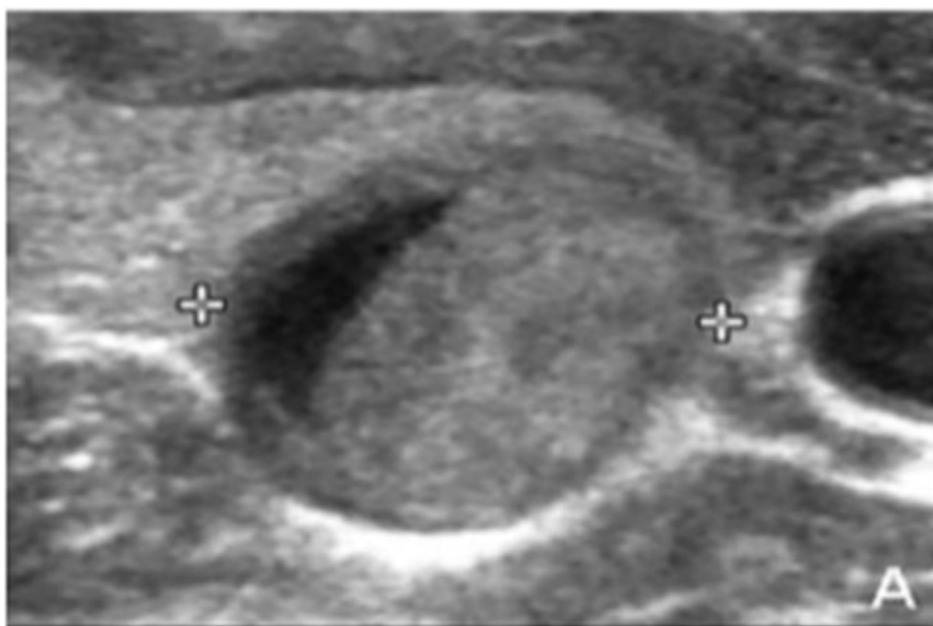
Image échographique d'un nodule NIFTP arrondi de 1.3*1.1*1 cm, bien limité avec contours hyperéchogènes. [55]
